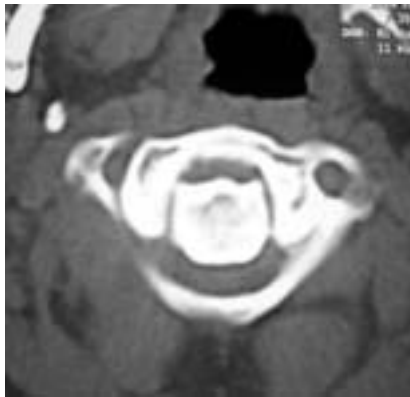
Aksial ve sagittal rekonstrüksiyon BT leri
